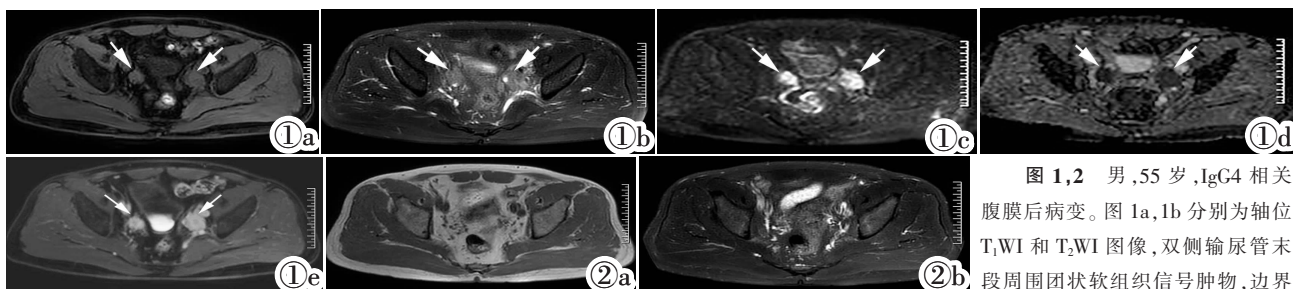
2 男, 55 岁, IgG4 相关腹膜后病变。图 1a, 1b 分别为轴位 T₁WI 和 T₂WI 图像, 双侧输尿管末段周围团状软组织信号肿物, 边界尚清, 轮廓欠光整, T₁WI 呈等信号, T₂WI 呈等或稍高信号; 图 1c 为扩散加权成像序列, 病灶呈高信号; 图 1d 为表观扩散系数图, 病灶呈低信号; 图 1e 为 MRI 增强扫描图像, 病灶呈中等度较均匀强化。图 2a, 2b 为治疗 6 月后复查的 T₁WI 和 T₂WI 图, 肿块完全消失。
